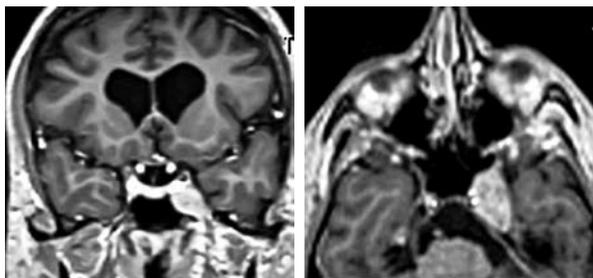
MRI dopo craniotomia.
